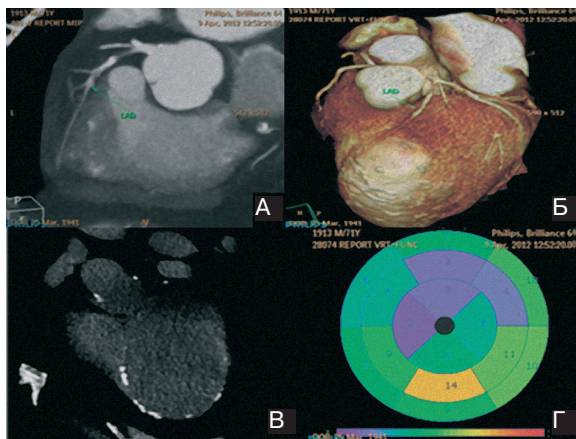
Томограма (МДКТ) пацієнта Х., 71 рік. Трансмуральний інфаркт міокарда. Виразений стеноз вінцевих артерій (А, Б). Стінка аневризми нерівномірно звалнена (В). Аневризма в середніх та верхівкових відділах ЛШ (Б, Г).
